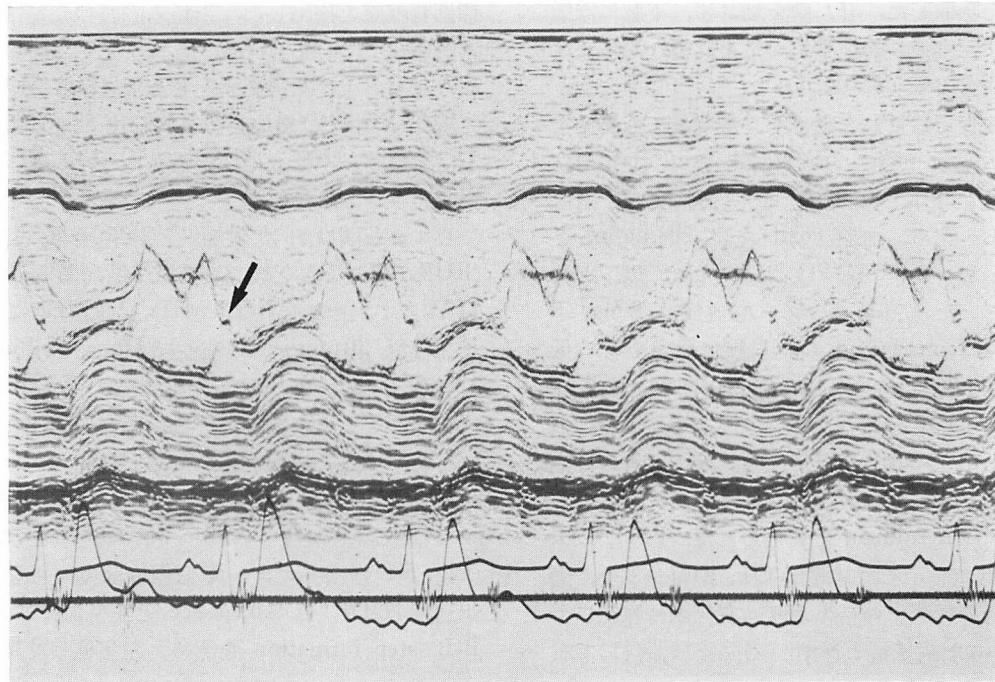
Mitral valve echocardiogram.
